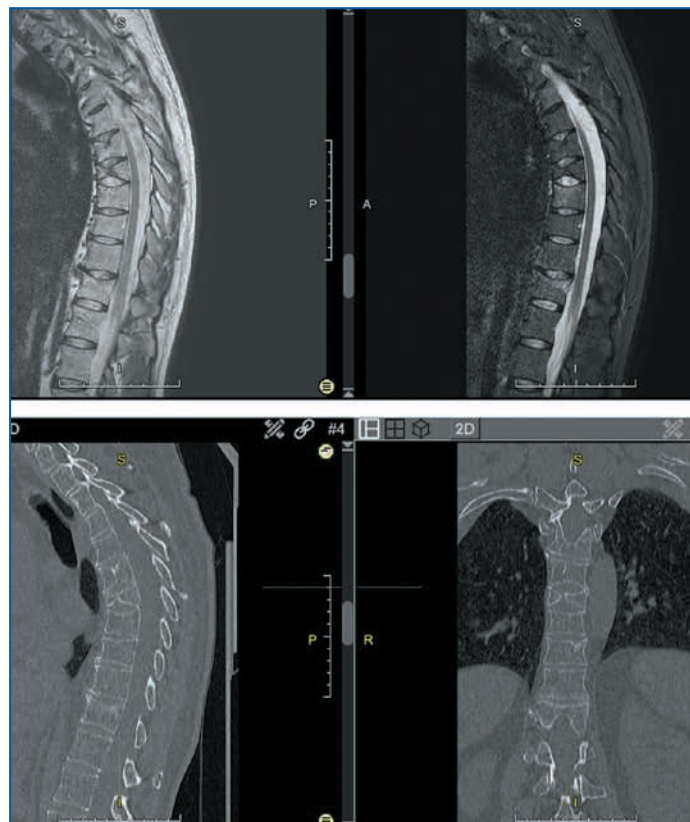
Магнитно-резонансные и компьютерные томограммы грудного отдела позвоночника пациентки С., 63 года (февраль 2023 г.).
